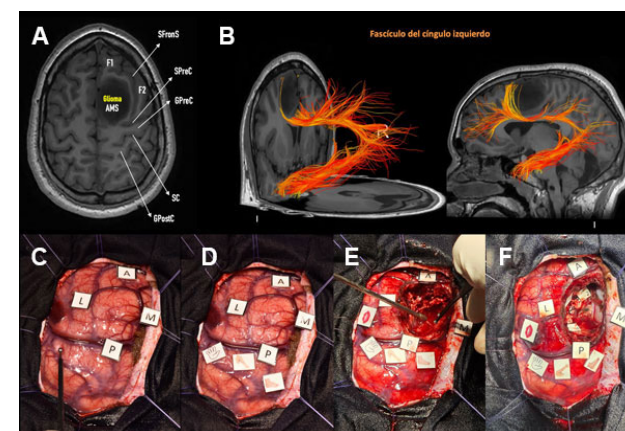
Caso 2: glioma en área motora suplementaria. A) RM. Se observa lesión intraaxial, hipointensa en T1 en área motora suplementaria izquierda. B) Reconstrucción tractografía 3D de fascículo del cíngulo donde se observa interrupción de sus fibras a nivel de localización tumoral y disminución de la fracción de anisotropía. C) Identificación de márgenes tumorales (A, M, P, L) y mapeo motor del giro precentral. D) Identificación del homúnculo motor con los respectivos tags, de medial a lateral: pie, brazo, mano. E) Estimulación bipolar subcortical. F) Lecho quirúrgico con identificación y preservación de límites funcionales. Se muestran referencias anatómicas: giro frontal superior (F1), giro frontal medio (F2), giro frontal inferior (F3), surco precentral (SPreC), surco central (SC), fisura interhemisférica (FIH), sutura coronal (SutCor), surco del cíngulo (SCing), giro del cíngulo (GCing), lóbulo paracentral (LPc) y cuerpo calloso (CC).
